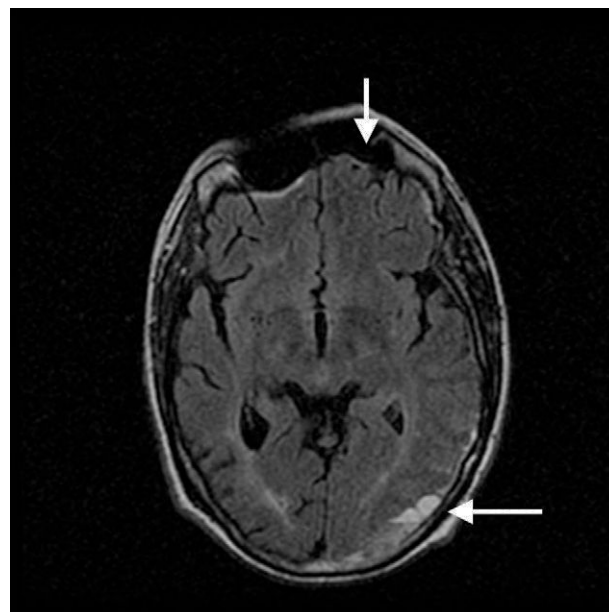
Imagen de angio-resonancia con las lesiones de isquemia (atrofia frontal, flecha) y hemorragia (región parietooccipital izquierda, flecha).
